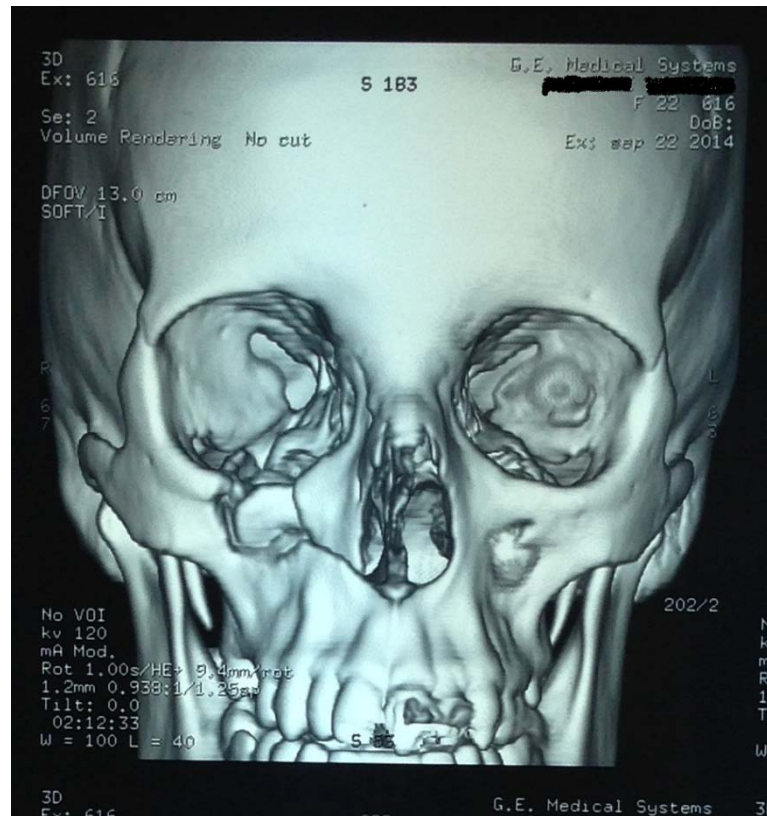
Image TDM montrant une dislocation orbito-nasale
